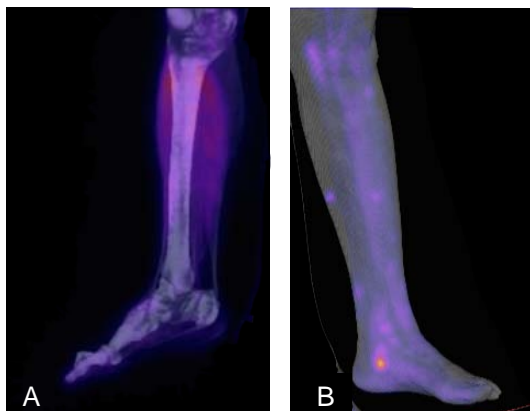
Reconstrucciones en 3D de estudio híbrido con  $^{18}\text{F}$ -FDG PET/CT (A) Paciente con melanoma acral lentiginoso ulcerado con múltiples cutánides localizado en talón derecho, en la que el estudio no identificó las lesiones. (B) Paciente con melanoma acral lentiginoso de talón izquierdo con lesiones satélite en la que pueden observarse la lesión primaria y múltiples cutánides con hipermetabolismo asociado.
